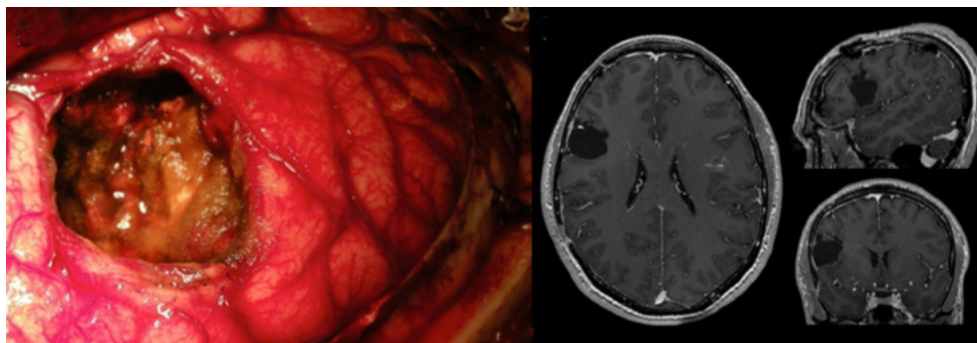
A. Muestra la lesionectomía pura, observándose la sustancia blanca, en el fondo, ya cubierta por surgicel. B. La RMN, en T1, muestra la completa resección de la lesión.
